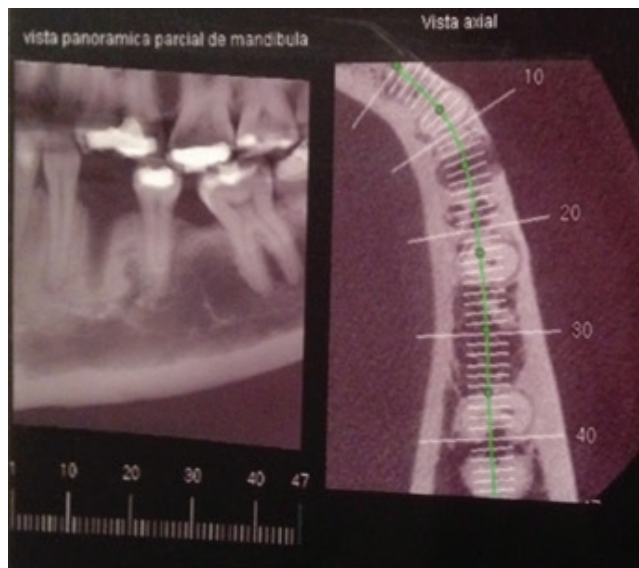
Tomografia, vista panorâmica parcial da mandíbula e vista axial, mostrando espaço satisfatório para a colocação do implante.
